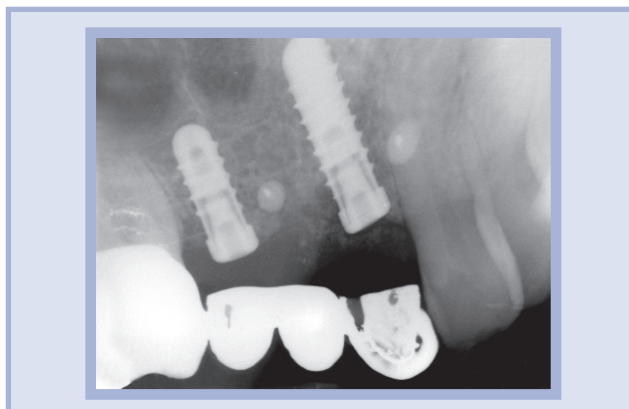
Immagine radiografica post-operatoria dell'intervento implantare
